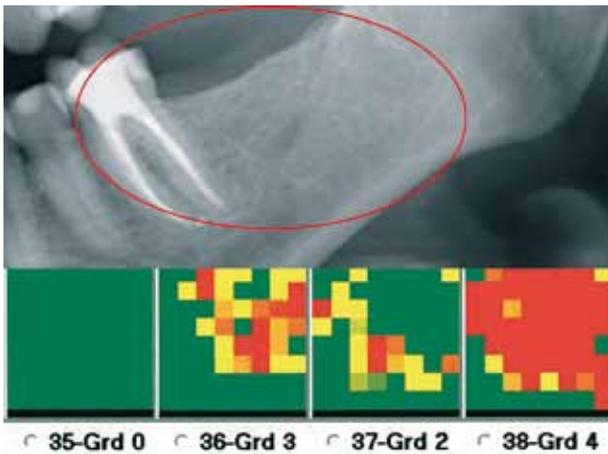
Osteonekroseareale in TAU bei unauffälligem 2D-Röntgenbild
